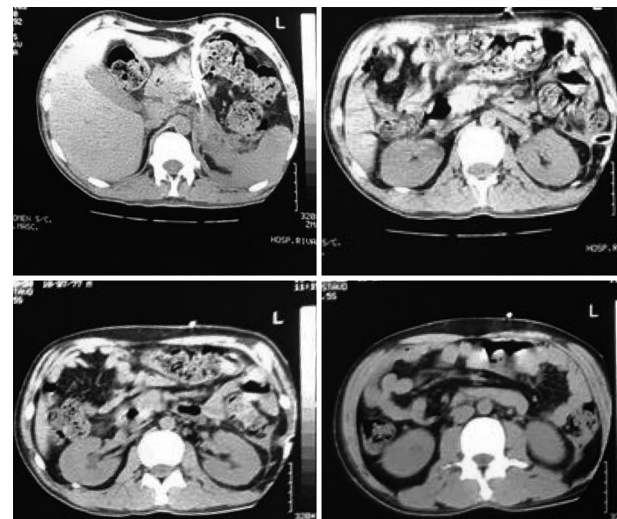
Redução da coleção peri-pancreática na tomografia computadorizada de seguimento
